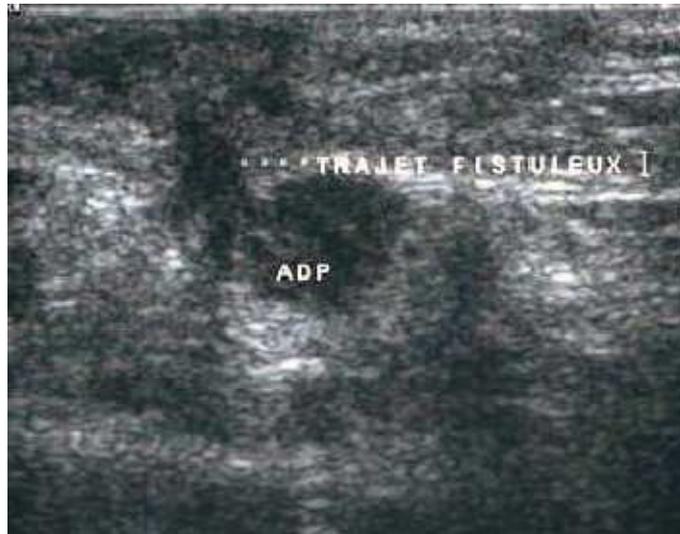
Aspect échographique d'une adénopathie fistulisée à la peau à 4 mois du traitement [57]
